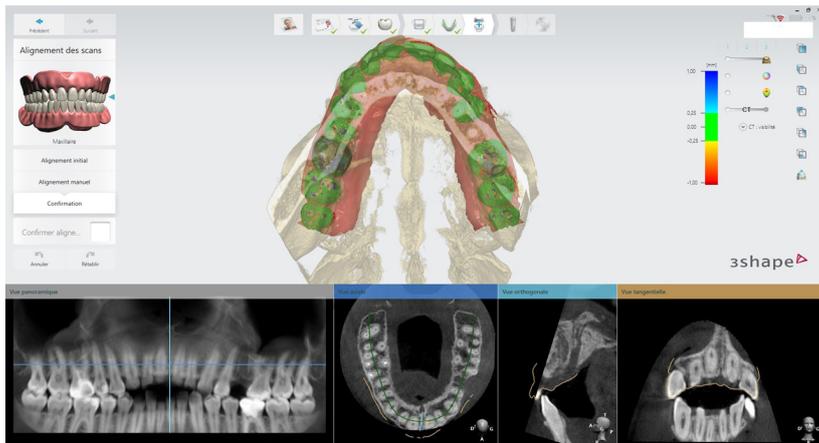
Validation de l’alignement entre empreinte numérique et radiographie 3D avec le logiciel 3Shape Implant Studio®. Un code couleur permet de repérer immédiatement la précision de l’alignement des deux scans.
